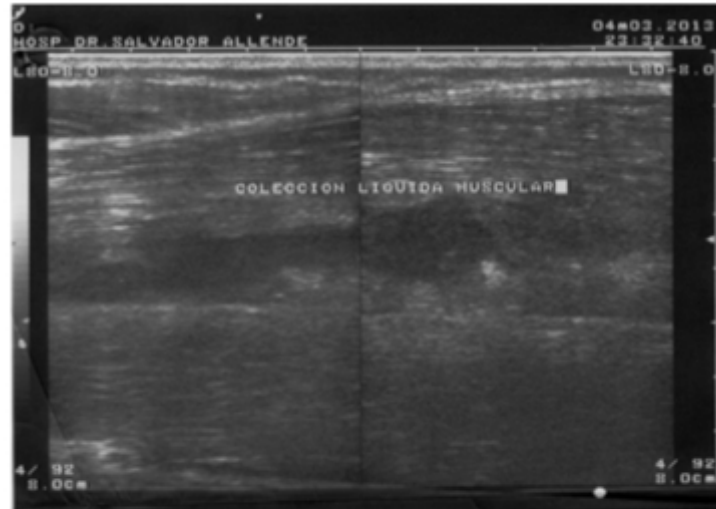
Ultrasonido No.2 del muslo izquierdo donde se observa la colección purulenta en el músculo vasto externo.
